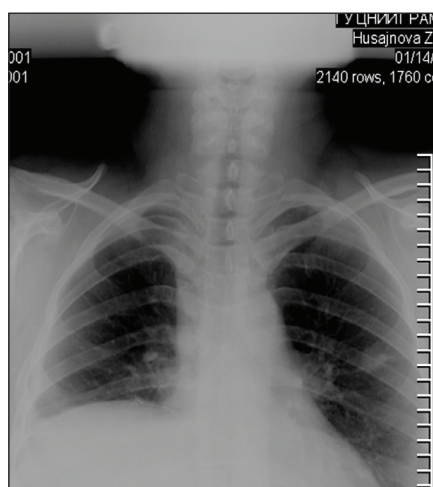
Обзорная рентгенограмма больной Х. после хирургического лечения
